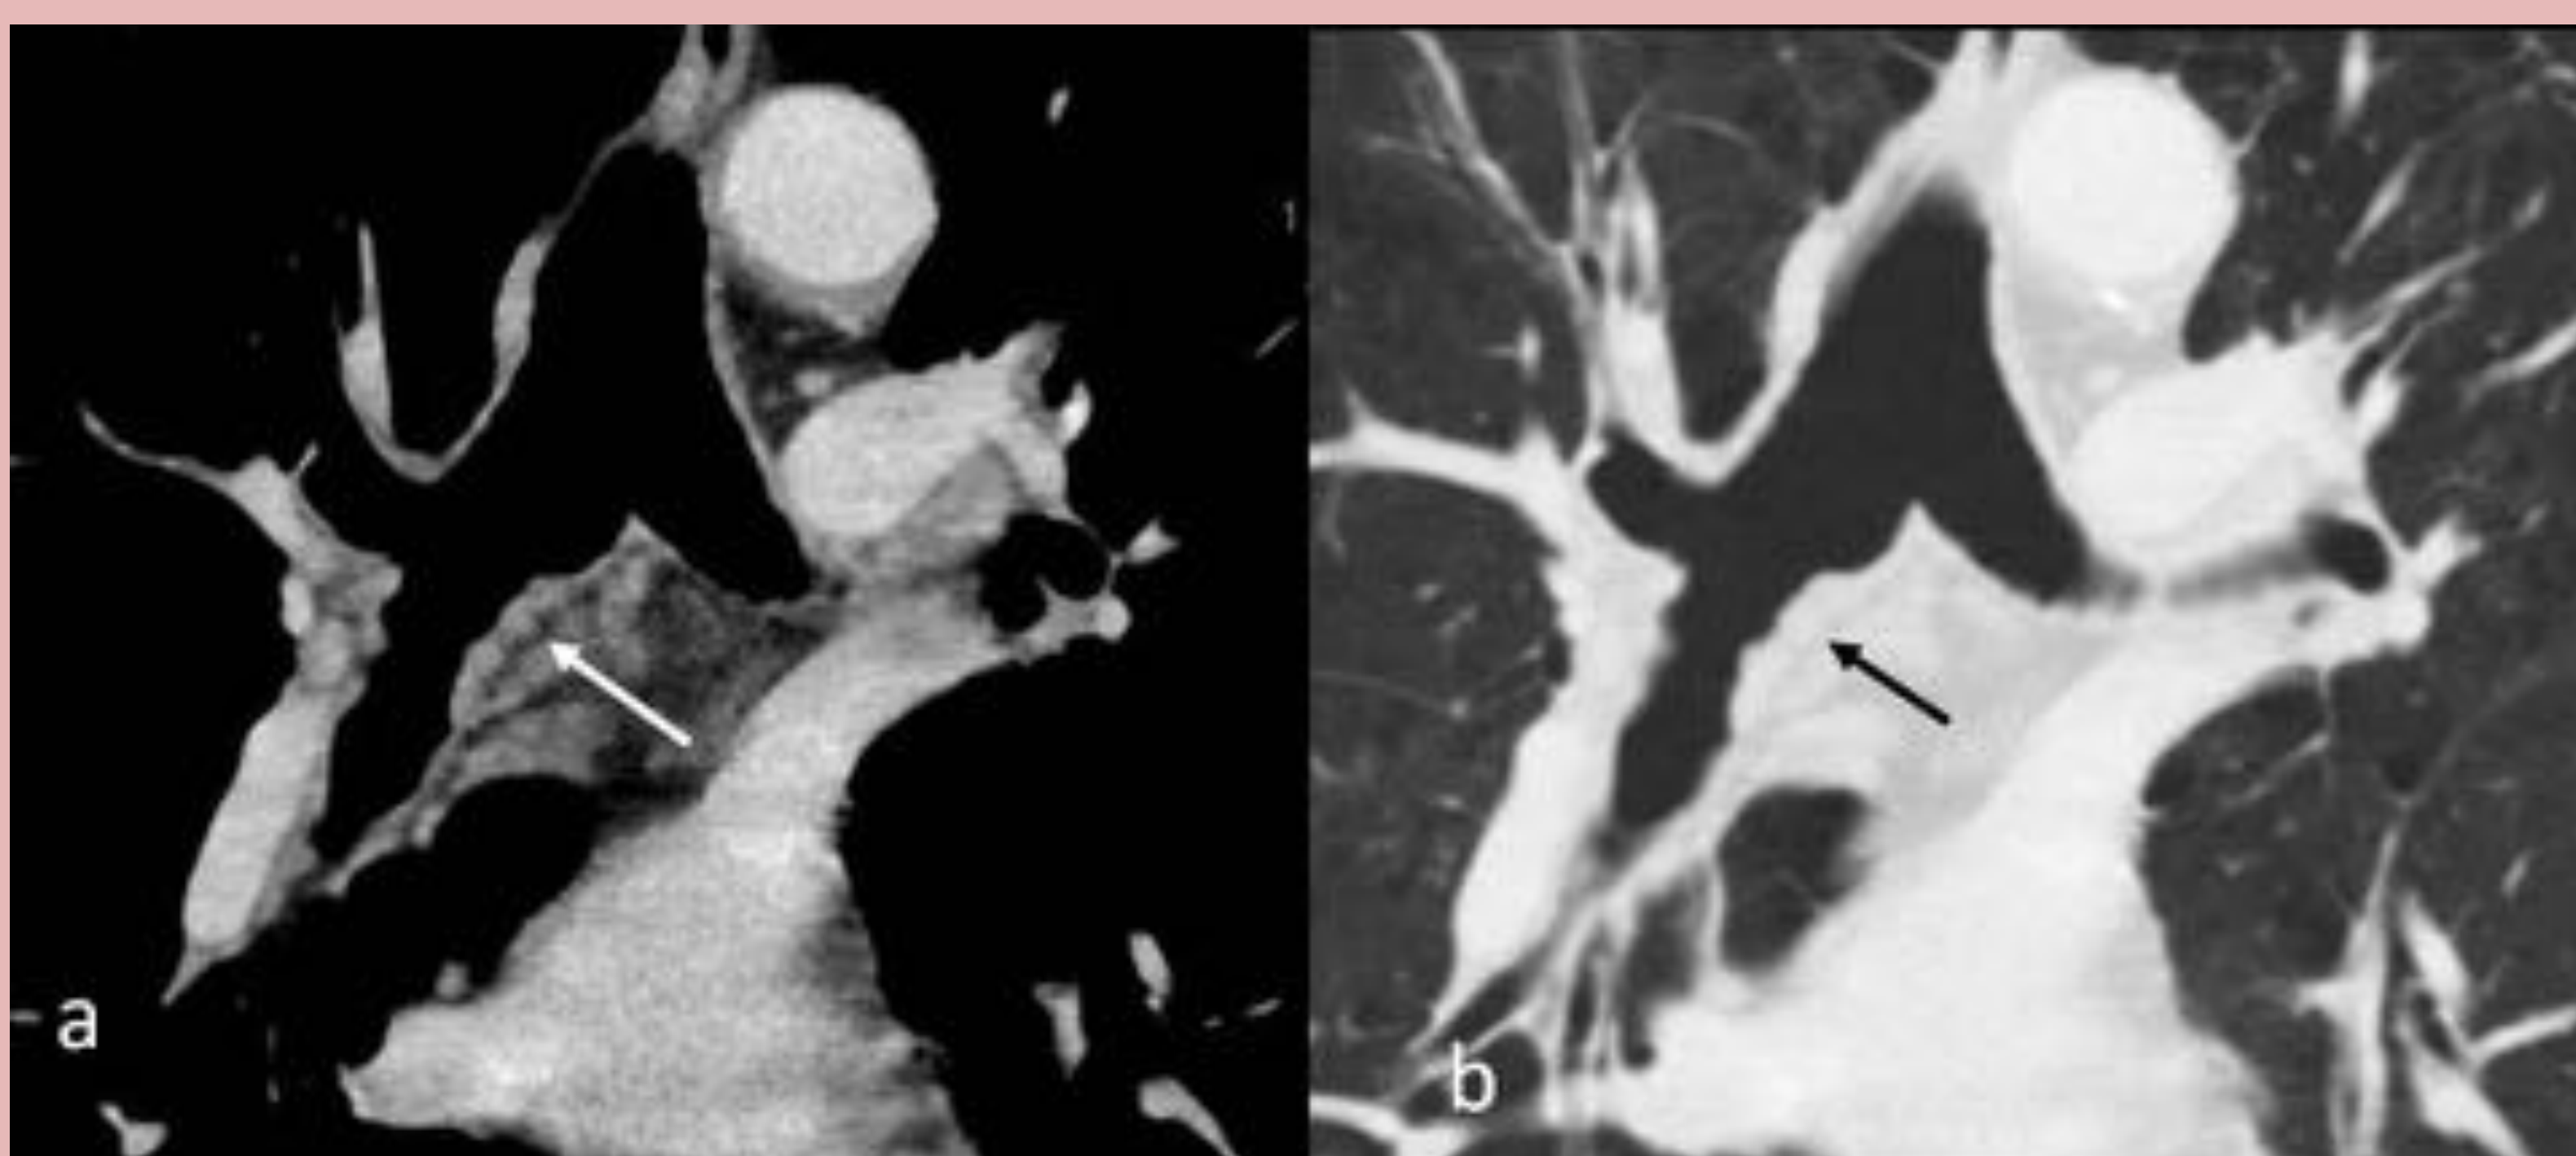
Lesión milimétrica exofítica en bronquio principal derecho que se objetivó inicialmente en estudio broncoscópico y era muy sutil en estudio de TC con contraste (a). El estudio anatomopatológico confirmó que se trataba de un hamartoma condroide bronquial. En la imagen coronal (b) se aprecia la disminución del calibre bronquial causado por la masa.
